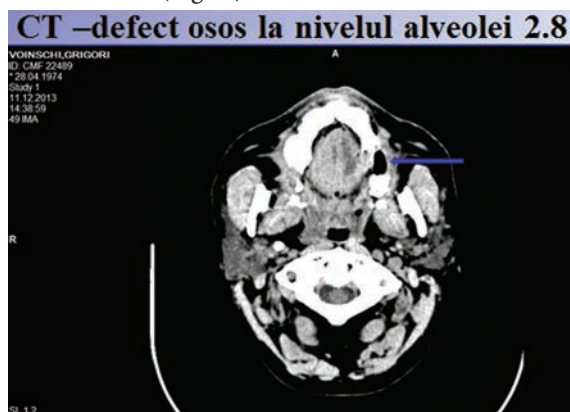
TC: Comunicării oro-antrale la nivelul dintelui 28, dimensiunile defectului osos
